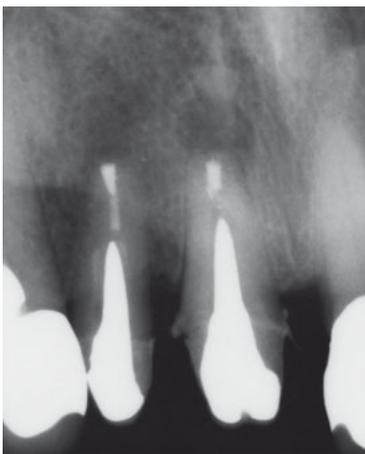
Röntgenkontrolle unmittelbar nach WSR und retrograden Wurzelfüllungen.
